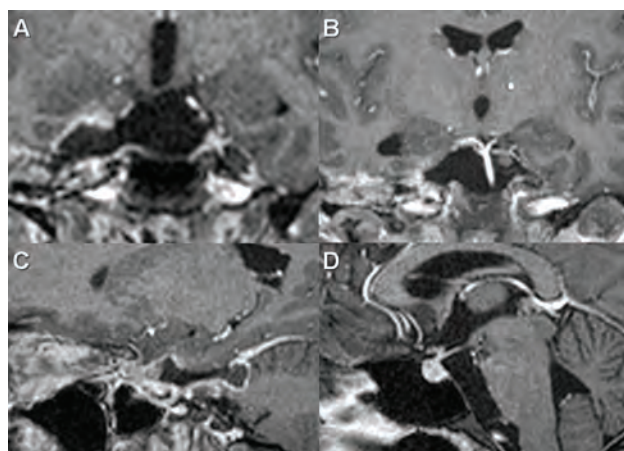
Imagen de resonancia magnética T1 con contraste postoperatoria. A) Corte coronal a nivel del cavum de Meckel, libre de tumor. B) Corte coronal a nivel de la bifurcación de la arteria basilar, libre de tumor. C) Corte parasagital. Se observa fosa media, fosa posterior y el poro trigeminal libres de tumor. D) Clivus libre de tumor, tallo e hipófisis indemnes.
